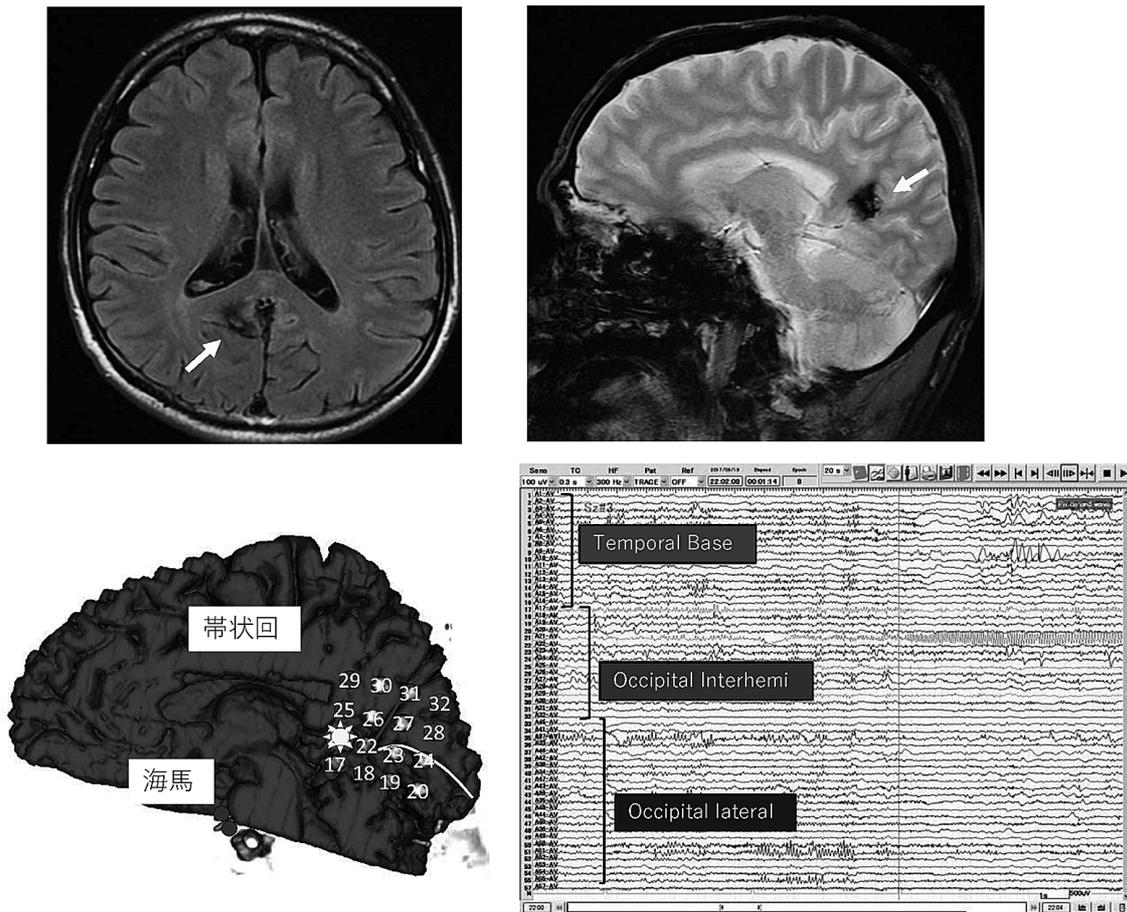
MRI（上段左：FLAIR axial 画像；上段右：T2 * sagittal 画像）では，右頭頂葉内側部に海綿状血管腫と思われる病変が認められた（上段の矢印）．頭蓋内電極による慢性記録では発作起始部は海綿状血管腫の直上の大脳皮質（下段左の星印）で，すぐにその上方の帯状回に発作波が広がり，側頭葉内側の先端部である海馬に伝播した（下段右）．
